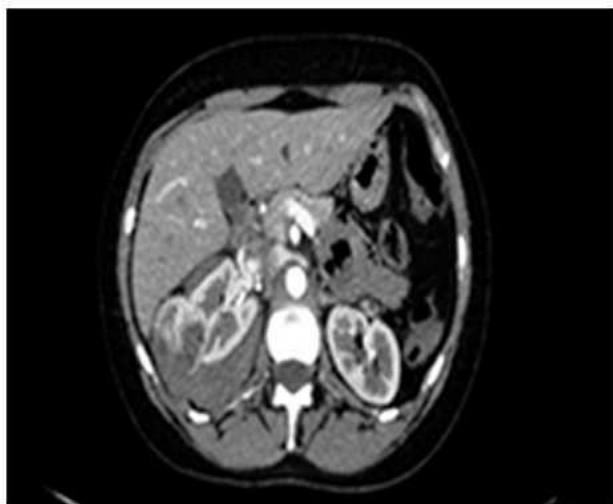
TAC inicial: AML y hematoma perirrenal derecho.
